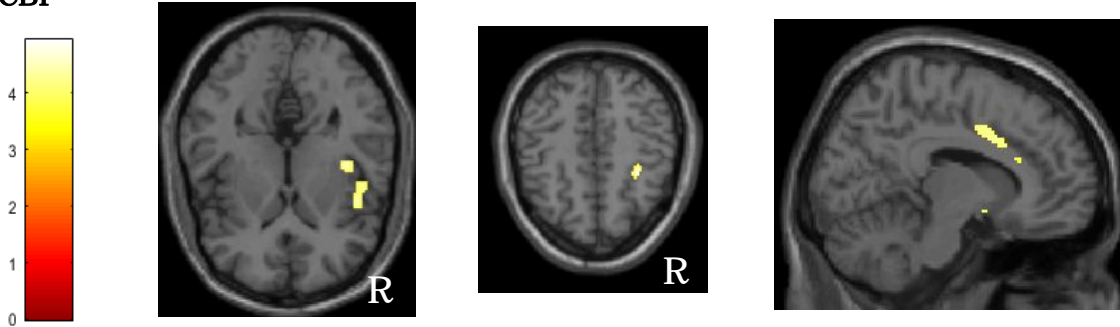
PET 画像 Voxel based analysis (p<0.001)
